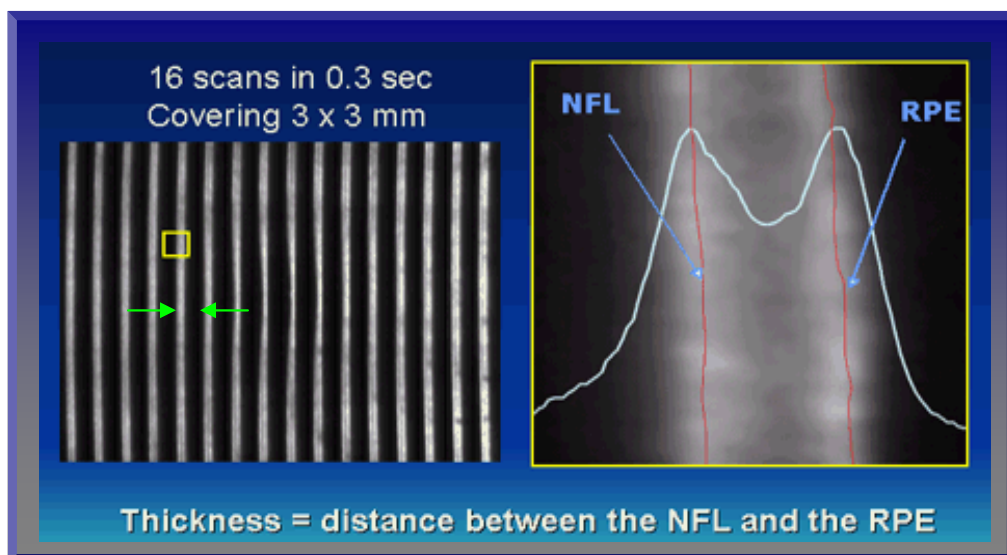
Izquierda, un compuesto de imágenes de cortes ópticos en un ojo normal que abarca un área retiniana de 3 x 3 mm² incluida la fovea. Las flechas a derecha e izquierda indican las interfaces vítreo-retina y coroides-retina, respectivamente. Derecha, un perfil de la tomografía de la curva de lectura densitométrica. La distancia entre picos a ambos lados representa la anchura de la imagen a través de la apertura que es proporcional con el grosor retiniano en este punto⁸³.
